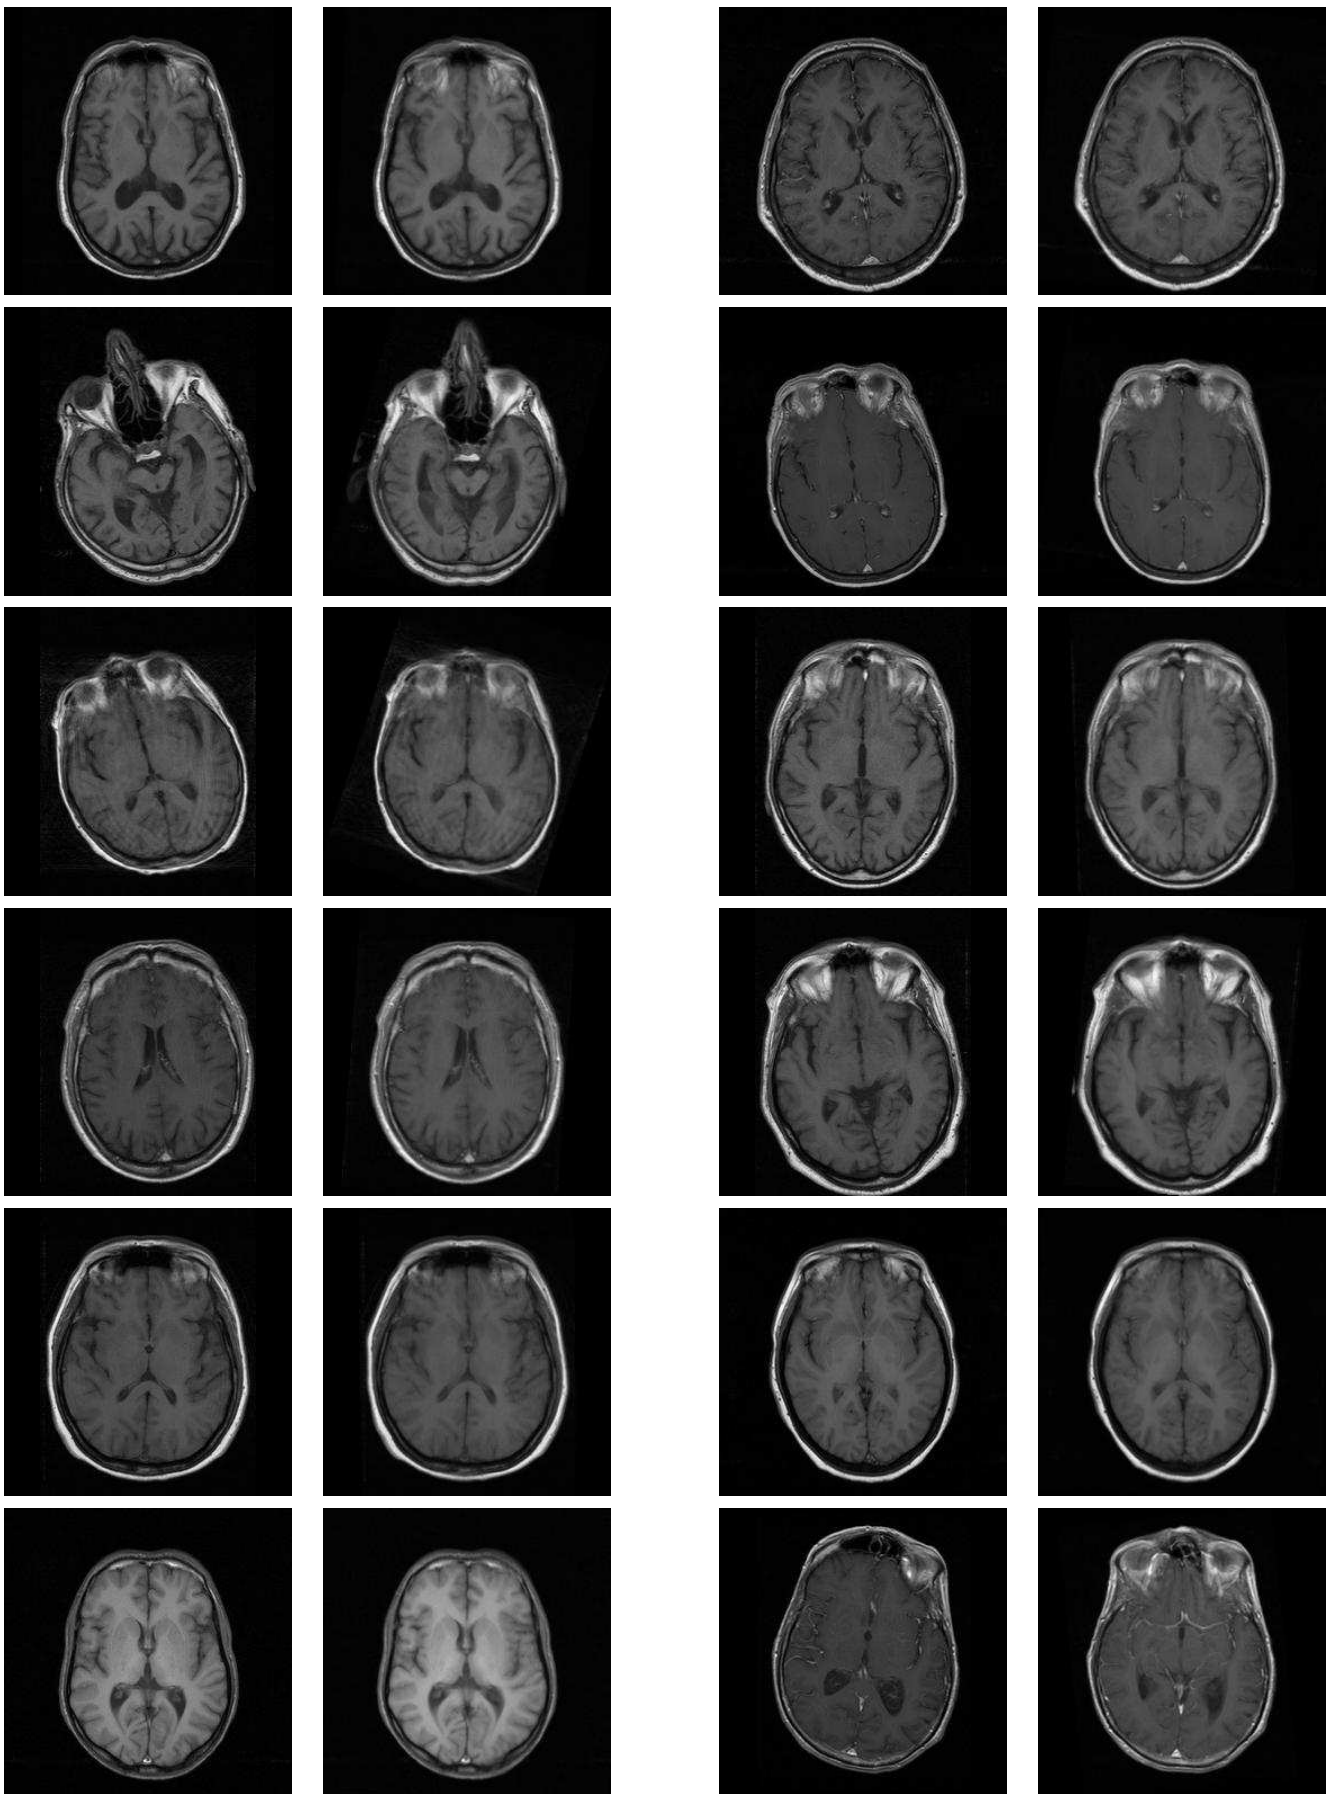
Réorientation des images IRM pondérée en T1 de la base de données du projet QAM-RIC.
